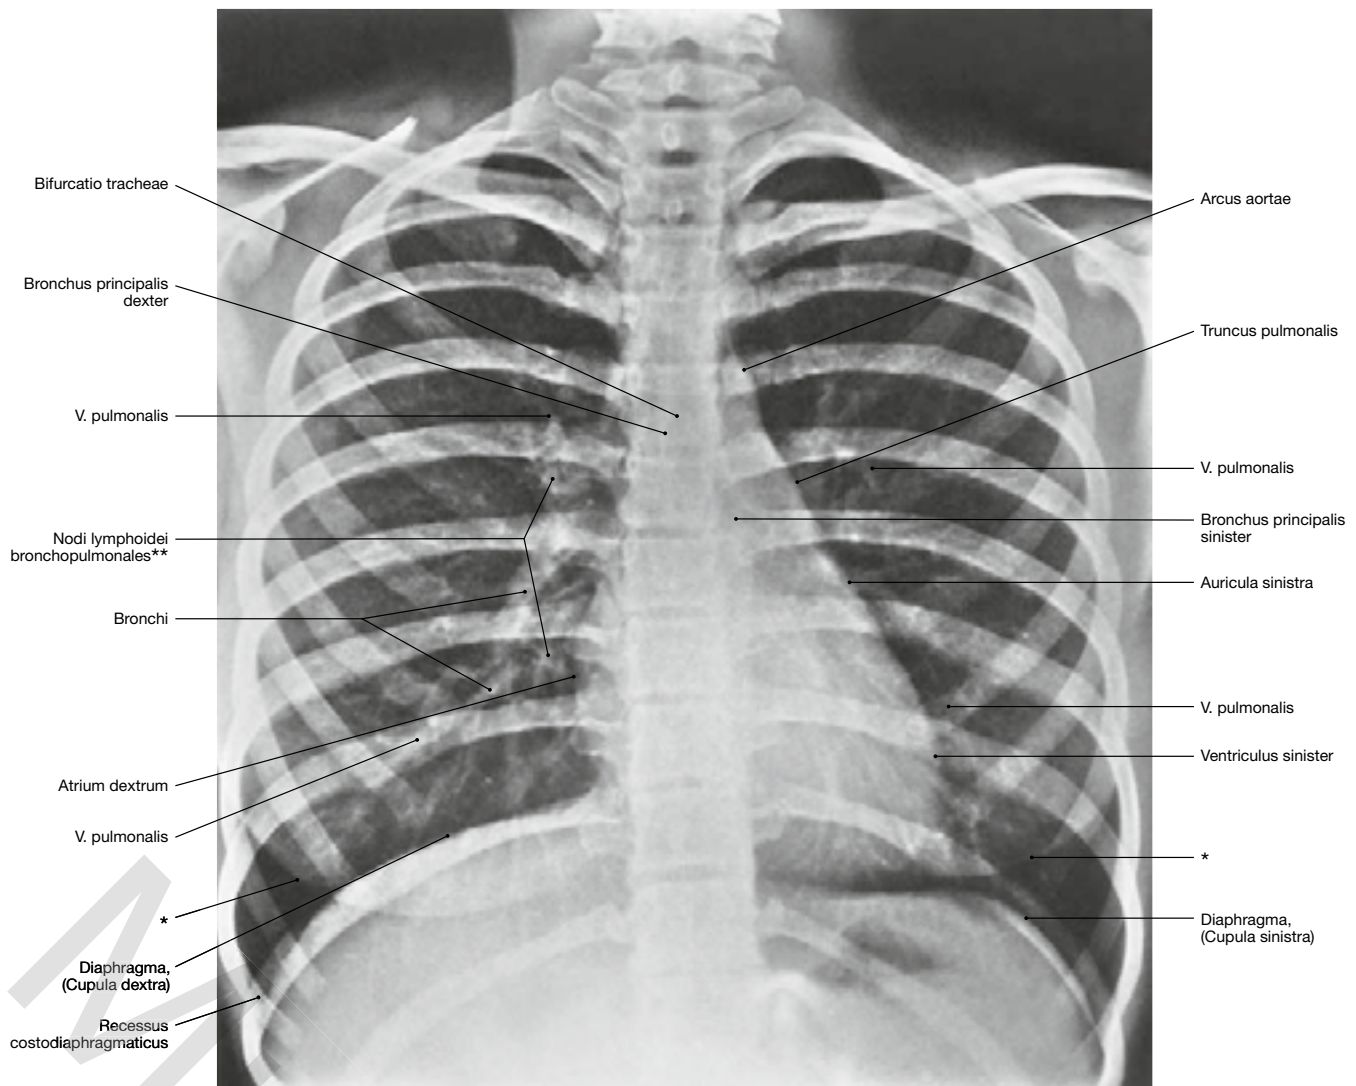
Brustkorb, Cavea thoracis, mit Organen der Brusthöhle; Röntgenbild im postero-anterioren (pa) Strahlengang. [R316-007]
